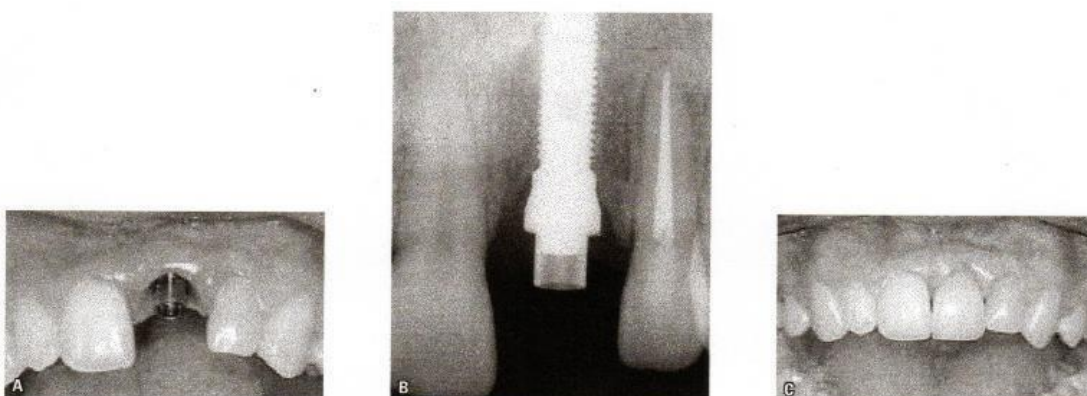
Implante instalado na região do dente 21 avulsado durante acidente. Em A, observa-se o pilar protético instalado sobre implante. Em B, a radiografia periapical mostra a correta adaptação do pilar sobre o implante: destaca-se a altura e forma do tecido ósseo ao redor do implante. C) Coroa protética cimentada sobre o pilar protético.
